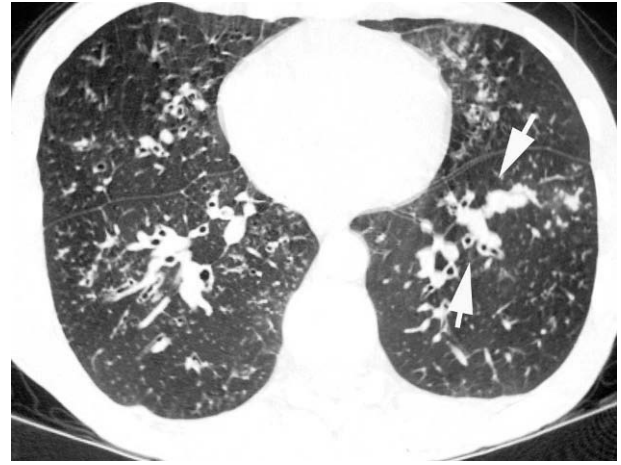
Paciente asmático con aspergilosis broncopulmonar alérgica. El corte de tomografía computarizada de alta resolución muestra engrosamiento de paredes bronquiales y bronquiolares asociadas a la presencia de dilataciones bronquiales centrales con impactaciones mucosas (flechas).
